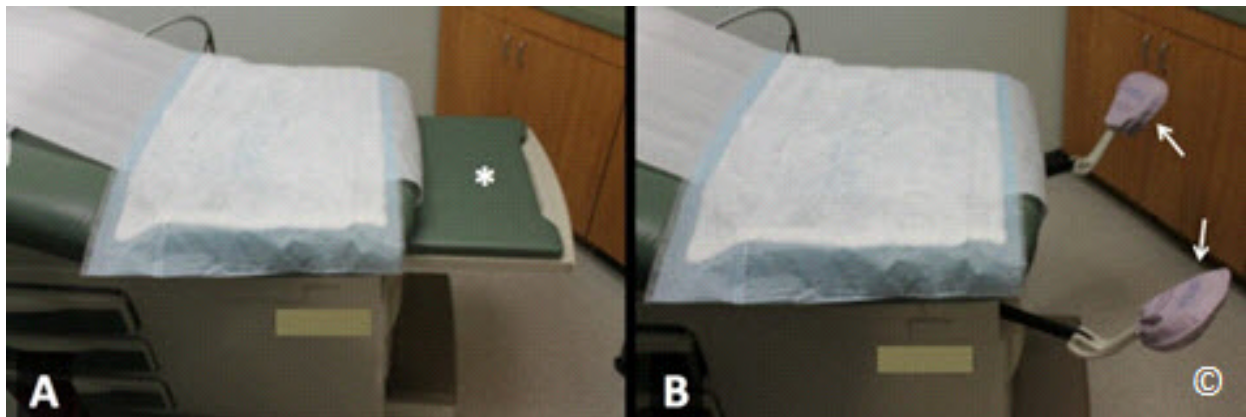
Mesa de examen de ultrasonido que muestra una sección retráctil en A (asterisco), y los estribos en B (flechas) que permiten la realización de una ecografía transvaginal, si fuera necesario.
